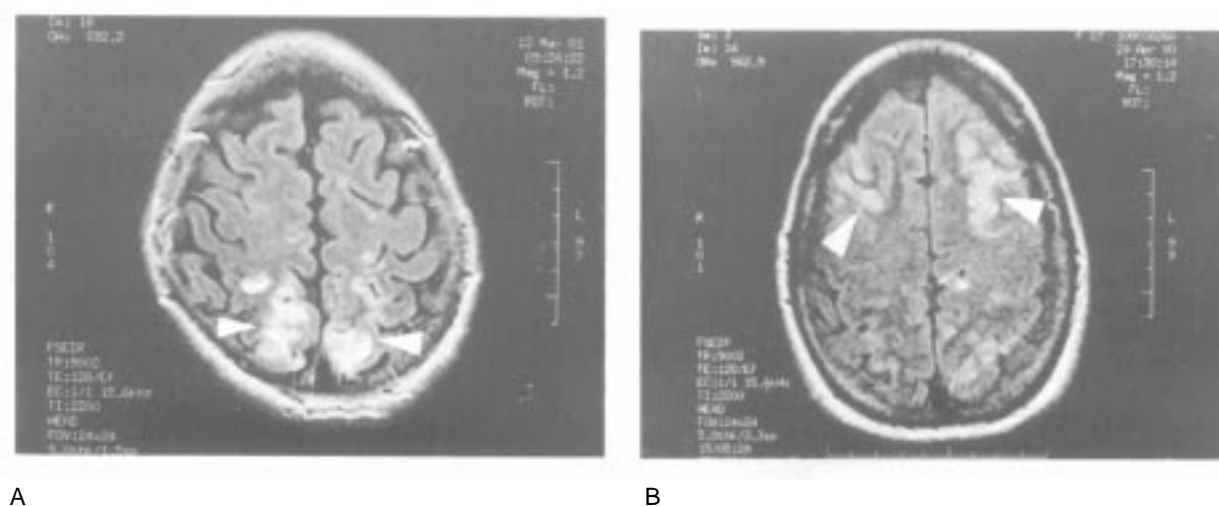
Resonancia nuclear magnética técnica FLAIR en planos axiales: A: imágenes bilaterales hiperintensas occipitales y, B: similares en regiones fronto-parietales compatibles con edema cerebral (caso 3).
